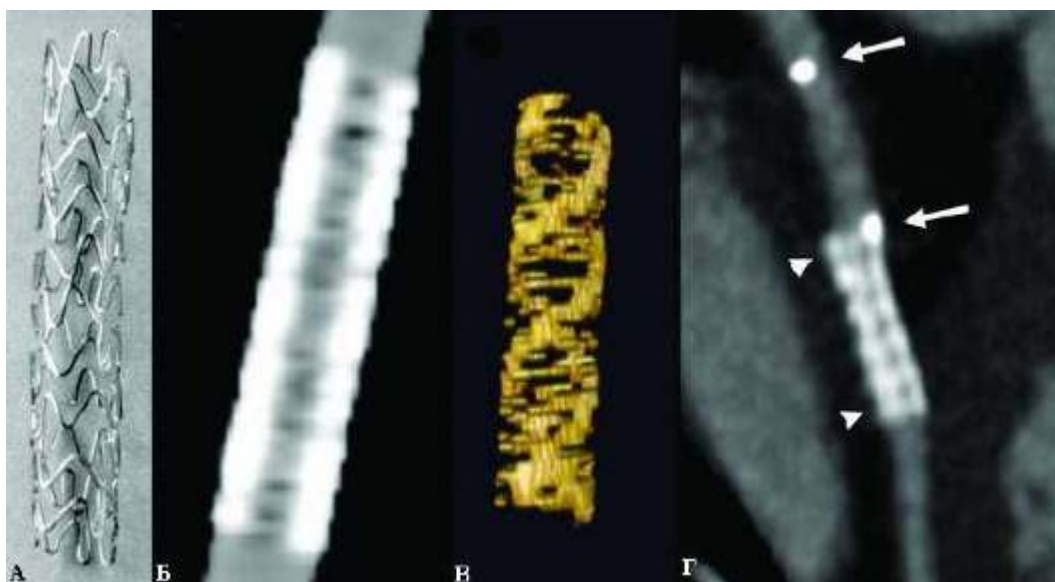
Изображение стента. Постоянный стент размером 4×15 мм (Кроссфлекс, Кордис; А) с контрастирующим просветом. Использована высокоразрешающая 0,5-миллиметровая коллимация. Многоплоскостная реконструкция показывает внешне увеличенное изображение стента на компьютерной томограмме, что вызвано ограниченным пространственным разрешением, таким как фильтрация. Б - переменная плотность покрытия стента создает видимость двойного завитка на 3D-изображении. В - по сравнению с обычным металлическим стентом (обозначен треугольниками) полилактидная кислота, биоабсорбируемый стент (BVS, Abbott Vascular) прозрачна для лучей и невидима на компьютерной томограмме, за исключением двух металлических маркеров в проксимальном и дистальном концах (стрелки)(Г).
